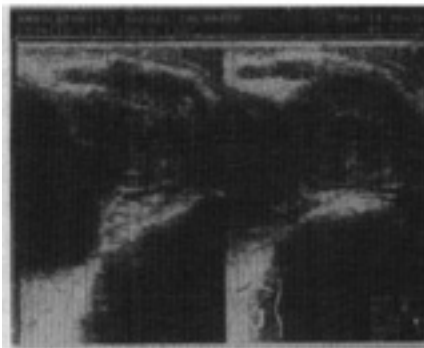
Ultra-sonografia na H.N.P. – Aspecto misto.
